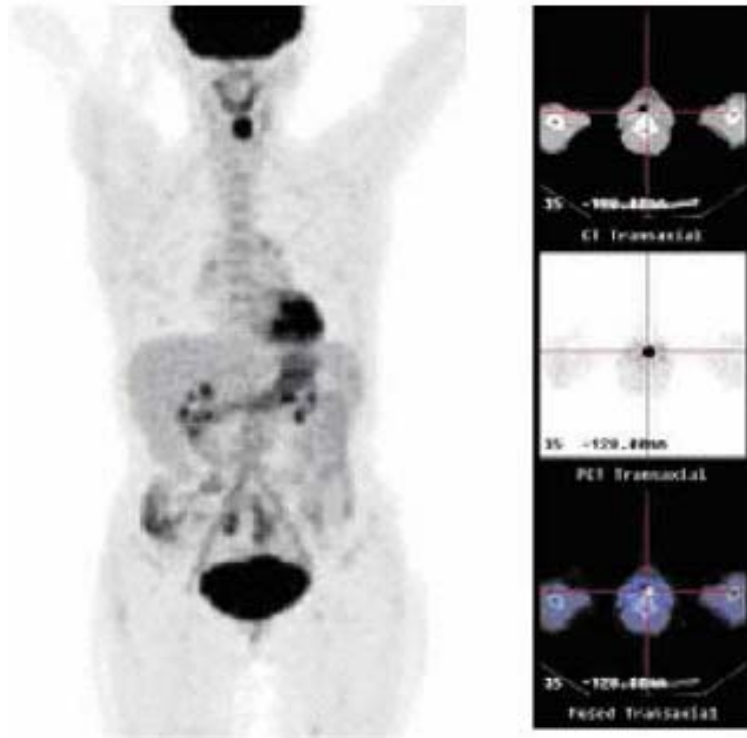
^{18}F -FDG PET-CT showing a solitary area of radiotracer uptake in the hypopharynx. MIP image on the *left*; transaxial images (CT at the *top*, PET and fusion) showing the hypopharyngeal lesion on the *right*
